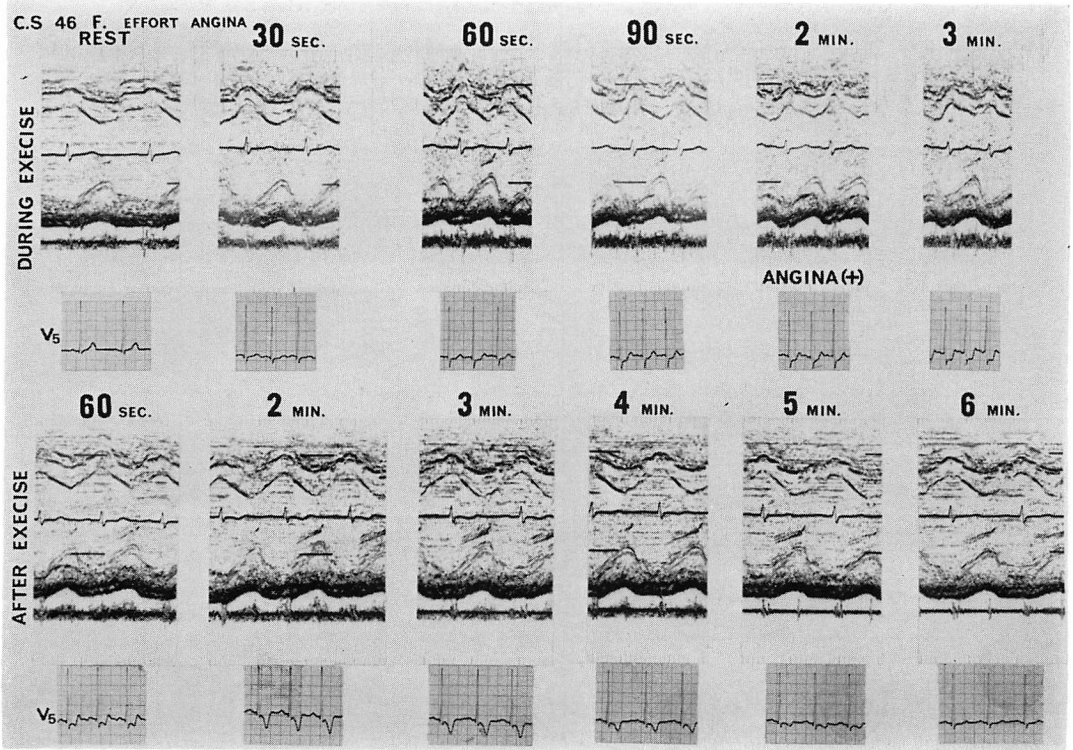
Echocardiograms in a case of angina pectoris with diabetes mellitus.
